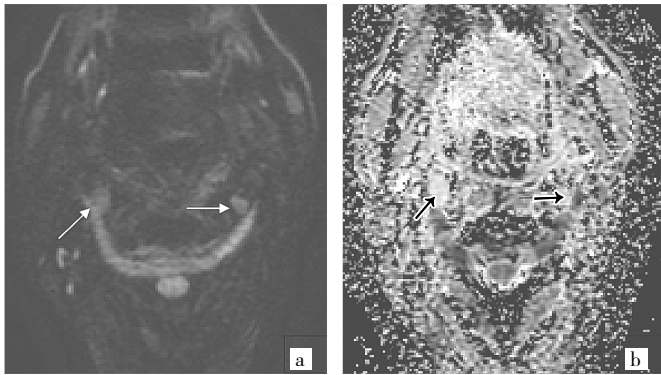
良性增生淋巴结(a:DWI 图呈高信号,边界清,信号均匀;b:ADC 图呈高信号;箭头所示)
